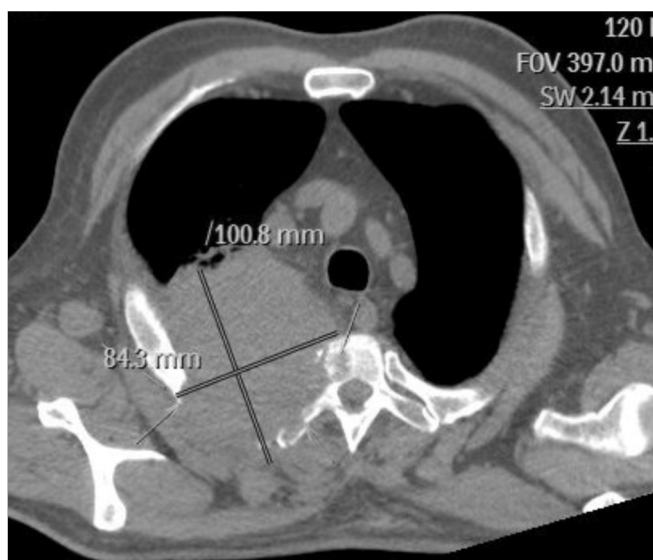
Мужчина, 85 лет. Образование верхней доли правого легкого (рак Панкоста) с литическими краевыми дефектами тел позвонков Th2, Th3 и разрушением заднего отрезка 3-го ребра (указано стрелками). Компьютерный томограф Philips Brilliance Big Bore.
